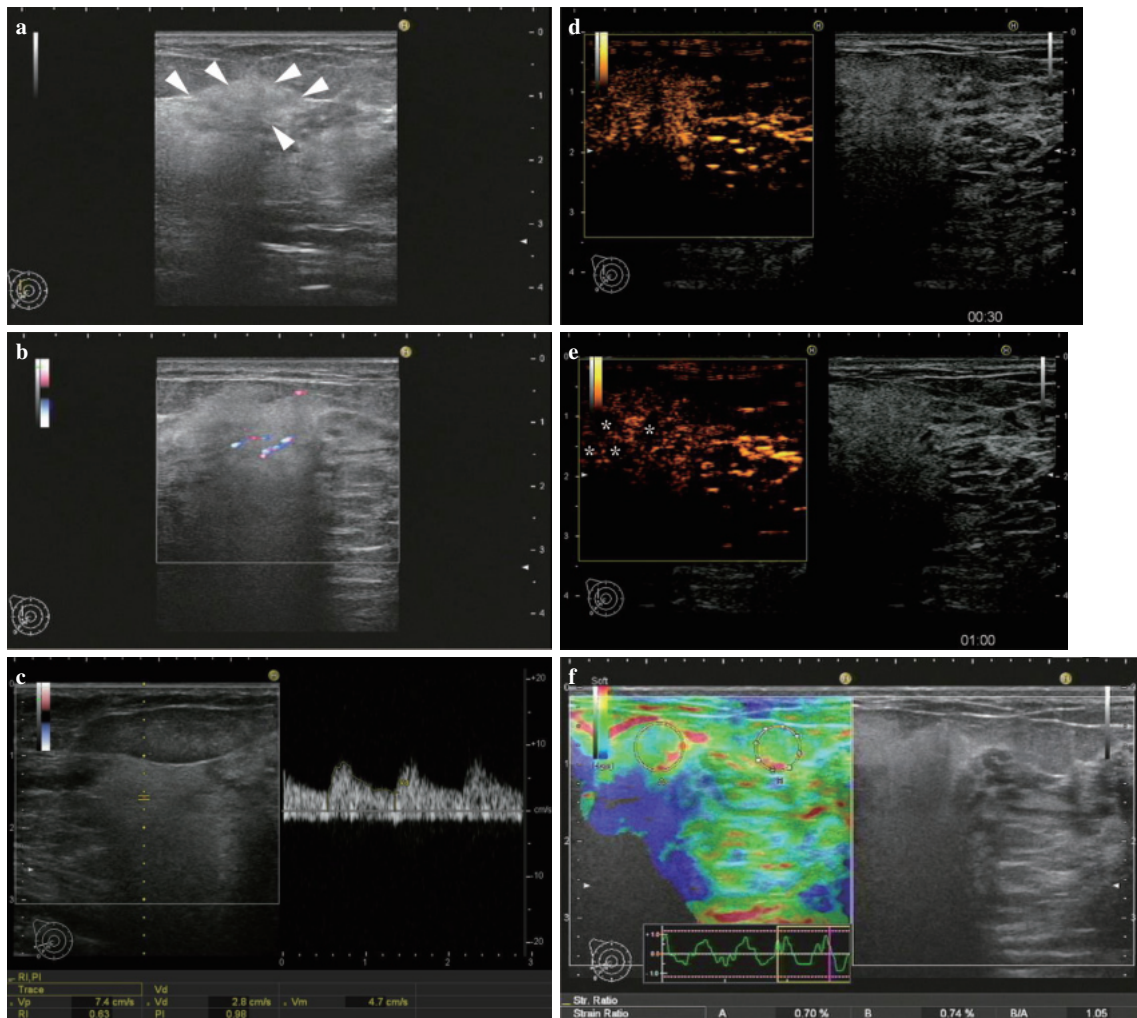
Breast ultrasonography
